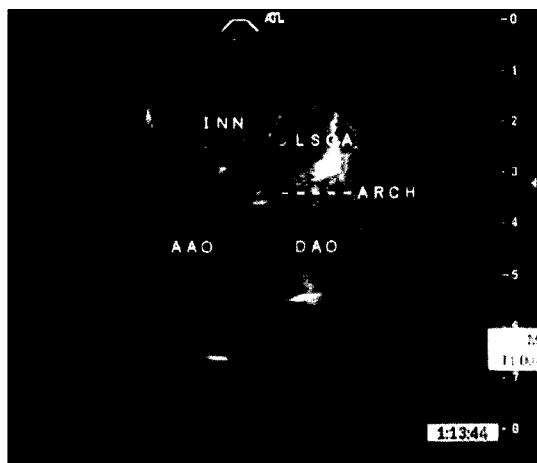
Postoperative 2D echocardiogram at discharge. Suprasternal notch view. AAo=Ascending aorta; INN=Innominate artery; LSCA=Left subclavian artery; DAO=Descending aorta.
